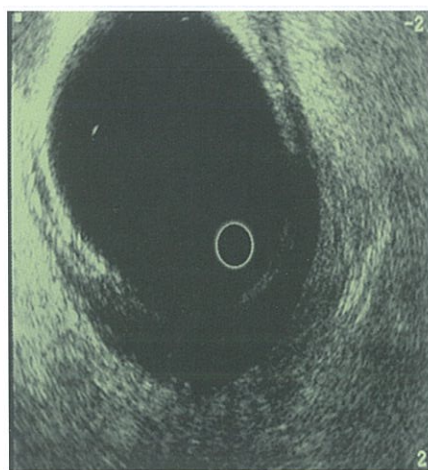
Ecografía transanal
